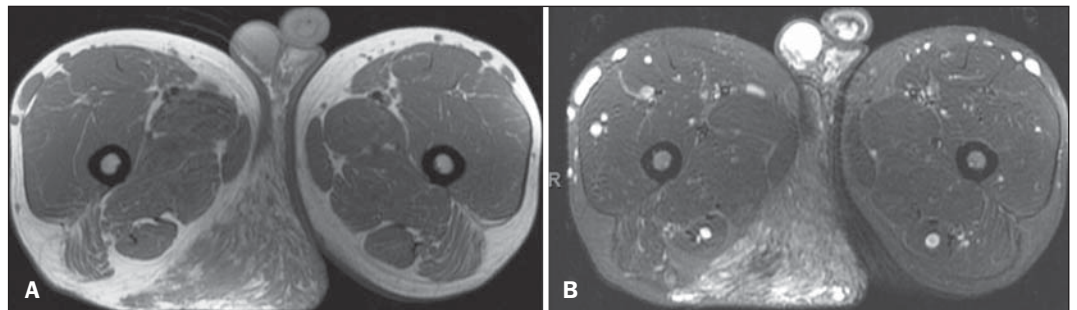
Ressonância magnética, cortes axiais ponderados em T1 sem saturação de gordura (A) e STIR (B).
